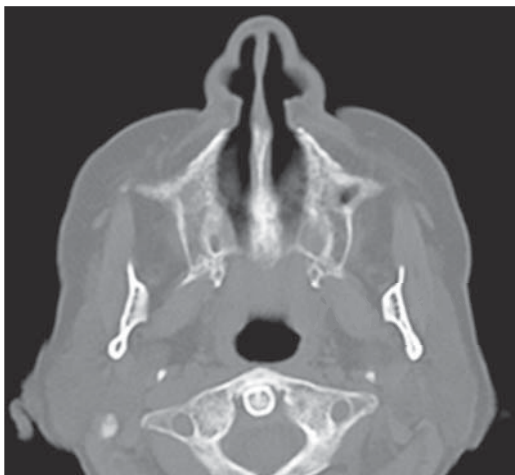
Tomografía computada.
